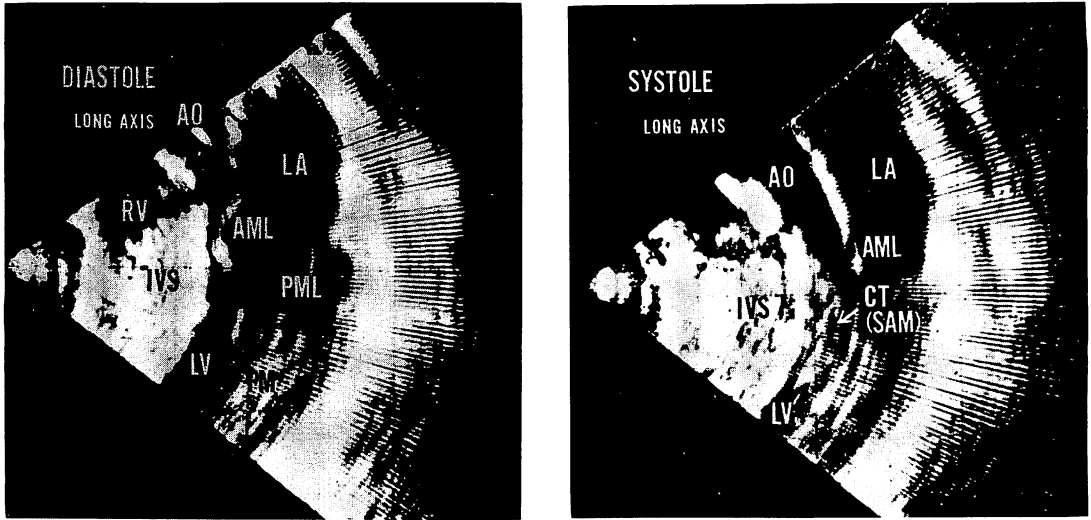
Cross-sectional echocardiograms from the same patient as in Fig. 1.
